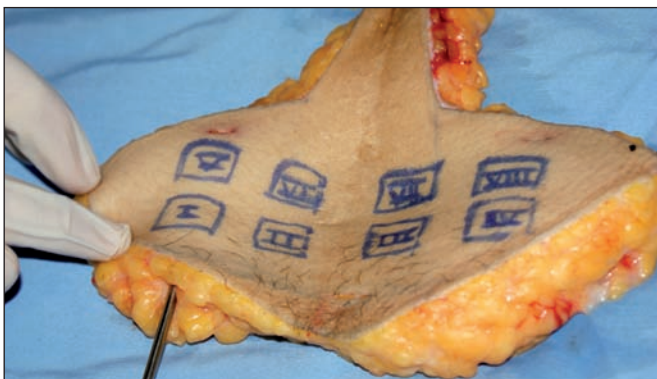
Marcaje de 8 zonas en cada una de las 15 piezas de dermolipsectomías y aplicación del ultrasonido mediante sonda sólida de titanio de 3.7 mm y 3 anillos.
